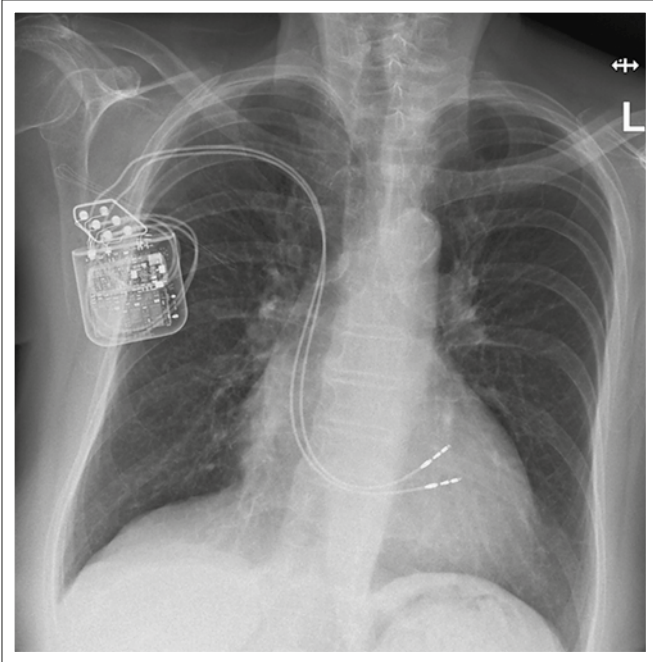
„Stand alone“-CCM™-Patientin. (a.p. Thorax-Röntgen). (Quelle: Kepler Universitätsklinikum Linz)
